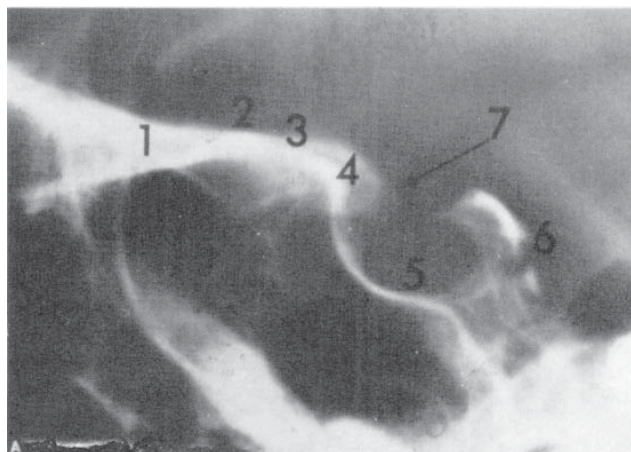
Radiografia șei turcești, vedere laterală. S-a notat cu (1) planul sfenoidal, (2) limbul sfenoidal, (3) șanțul chiasmatic, (4) tuberculul șei, (5) peretele inferior al șei cu lamina dura, (6) peretele posterior al șei, (7) apofiza clinoidă anterioară și (8) sinusul sfenoid [După SM Wolpert, *The Pituitary Adenoma în KD Post et al, (eds), New York, Plenum, 1980.*]
